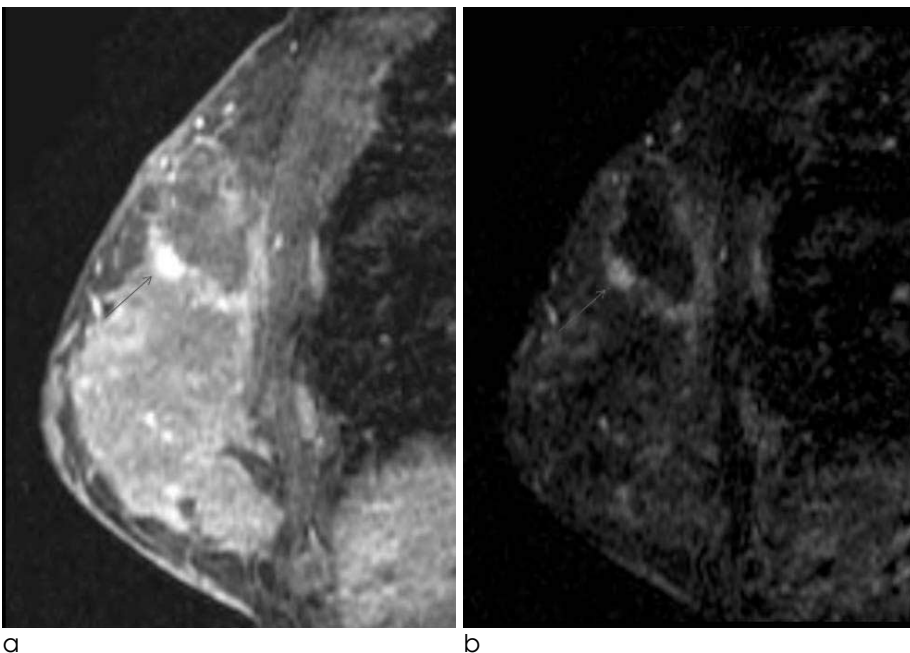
43-year-old woman with false-positive finding on MRI. MRI was performed 13days after excisional biopsy.
